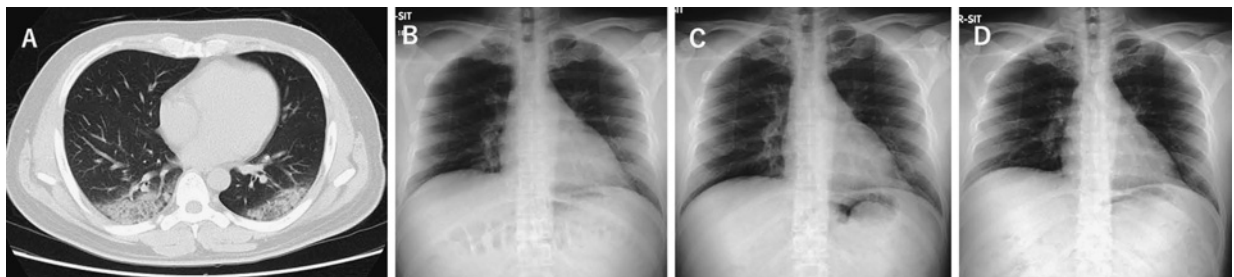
Case 2: Chest radiographic images.
